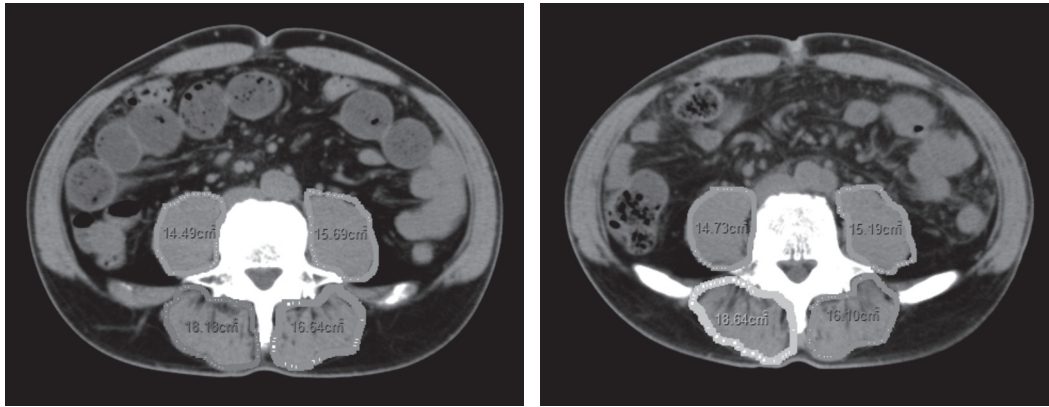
Muscle cross-sectional area measurement example of the psoas muscle and erector spinae on lumbar CT
